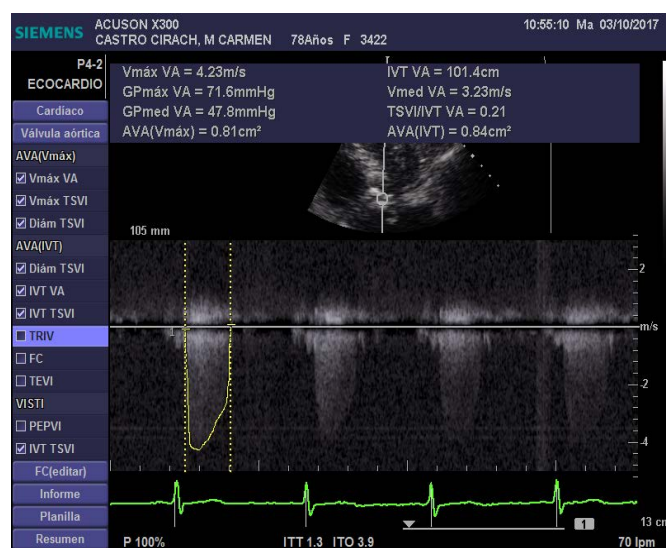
Registro doppler continuo flujo aórtico desde plano apical de 5 cavidades. Gradientes aórticos.
